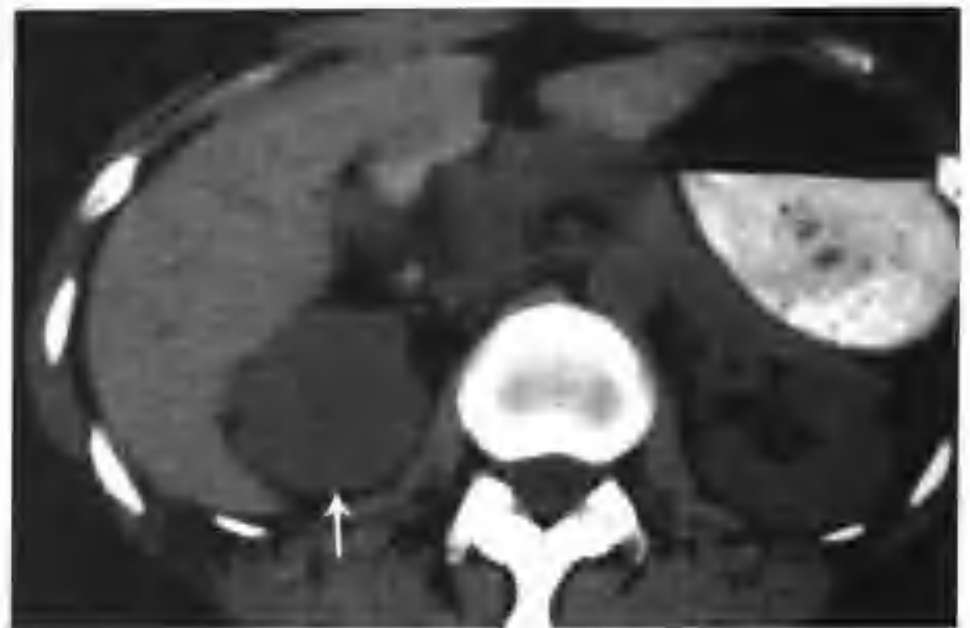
右肾透明细胞癌 (CT 平扫见右肾上极一个 $5\text{cm} \times 5\text{cm} \times 5\text{cm}$ 的等密度肿块 (箭头))
